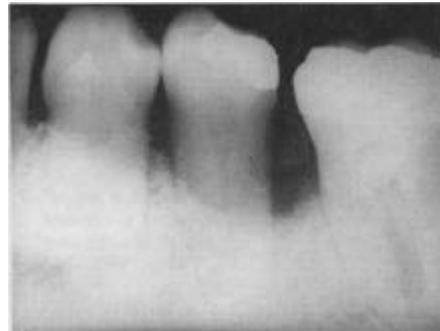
Radiografía postoperatoria a los 3 meses. Nótese el material por mesial retenido.
